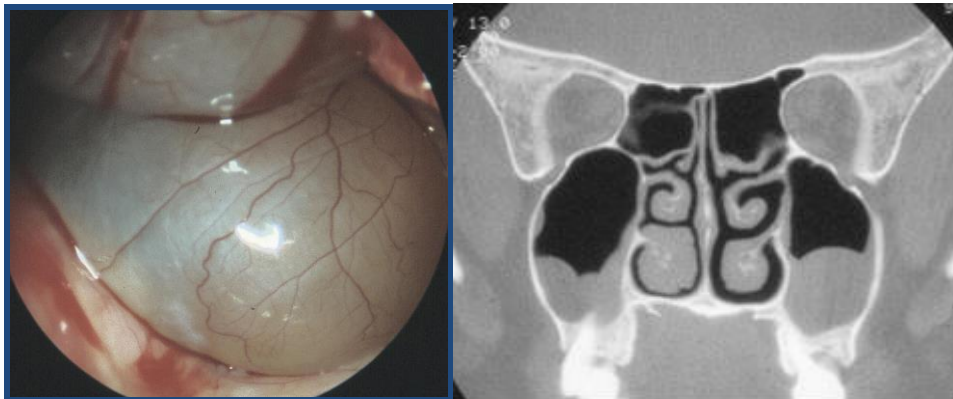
Pseudo-kyste ou kyste rétentionnel des bas-fonds sinusiens maxillaire avec vue endoscopique et TDM.
